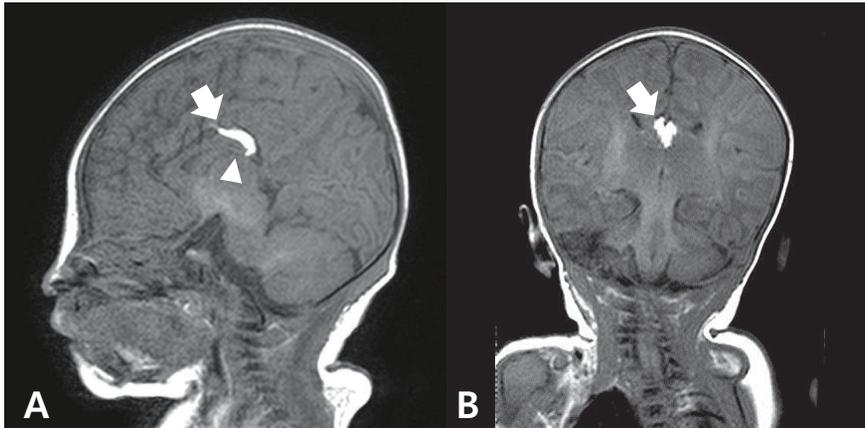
Brain magnetic resonance imaging: sagittal (A) and coronal (B) T-1 weighted images showing lipoma in the body and tail portion of corpus callosum (arrow) and tail portion of the corpus callosum was replaced by the mass (arrow head).
